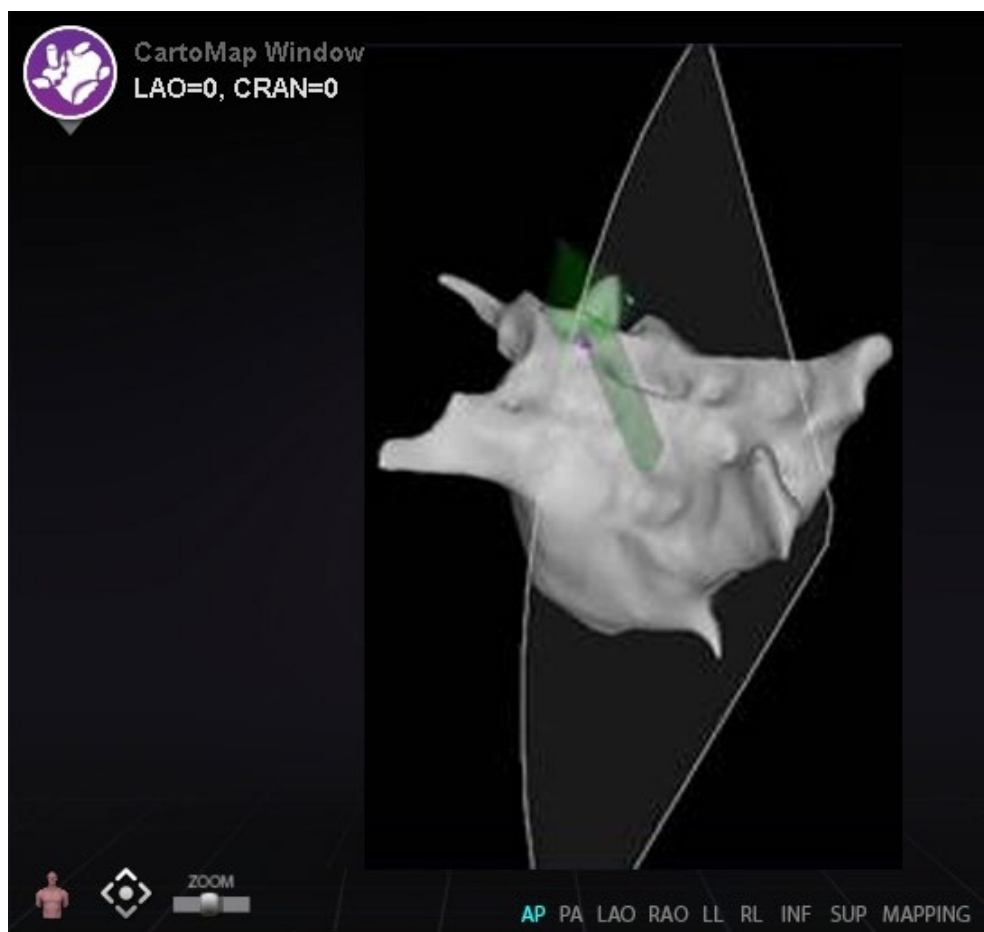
Exemple d'éventail d'échographie sur la fenêtre CartoMap
